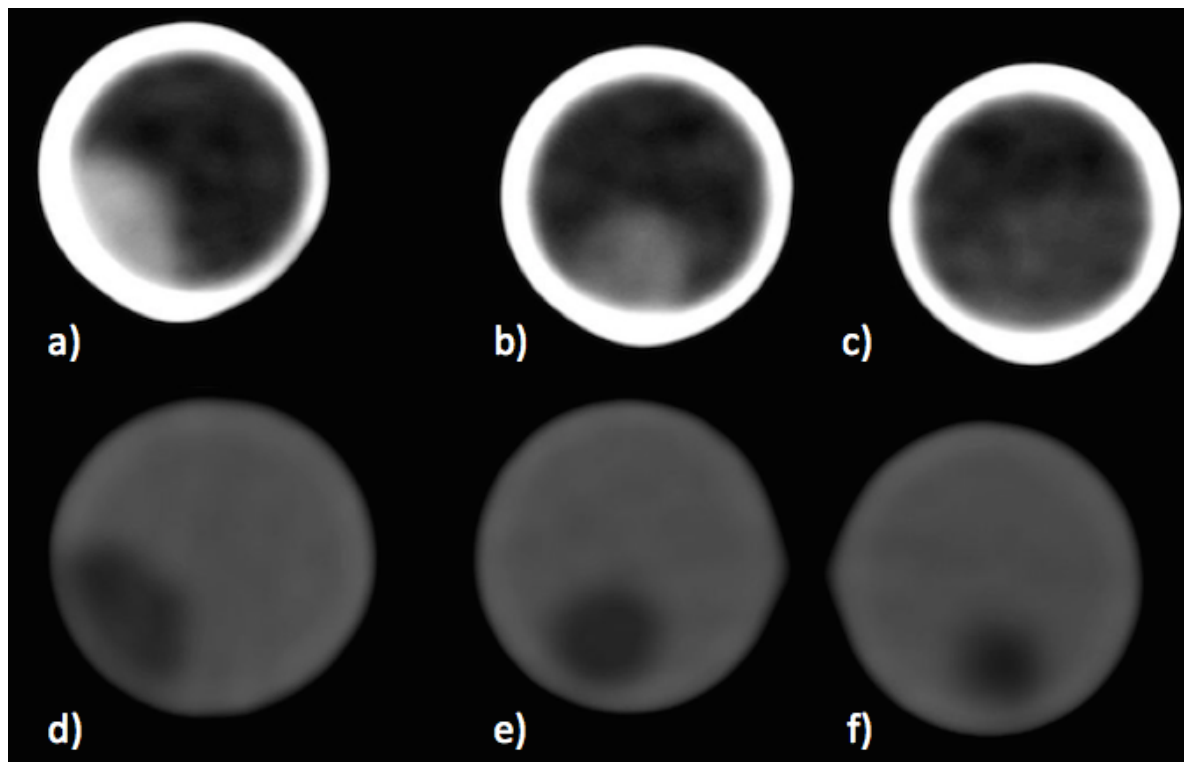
CT-Aufnahmen der artifiziellen Thromben: a-c natives Scan a) erythrozytärer Thrombus b) gemischter Thrombus c) fibrinreicher Thrombus. d-f früher kontrastmittelunterstützter Scan, d) erythrozytärer Thrombus e) gemischter Thrombus f) fibrinreicher Thrombus (aus ²⁴).
